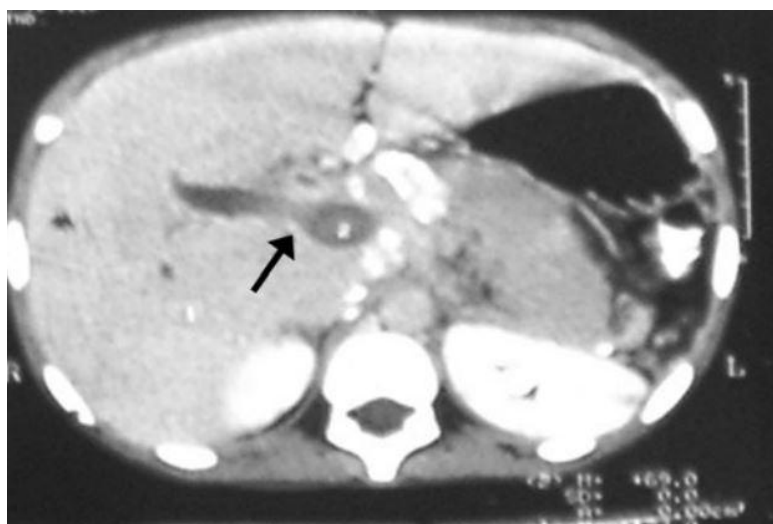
Aspect TDM d'une thrombose veineuse porte en post-splénectomie [413]
